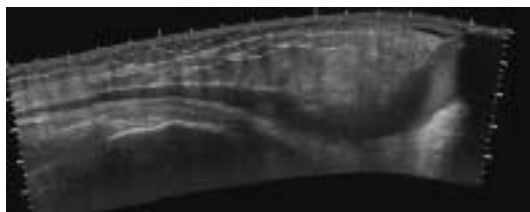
Hematoma de Morel–Lavallée en ecografía. Voluminosa colección en la cara externa del muslo después de una caída de bicicleta. Este hematoma tiene una localización subcutánea.
